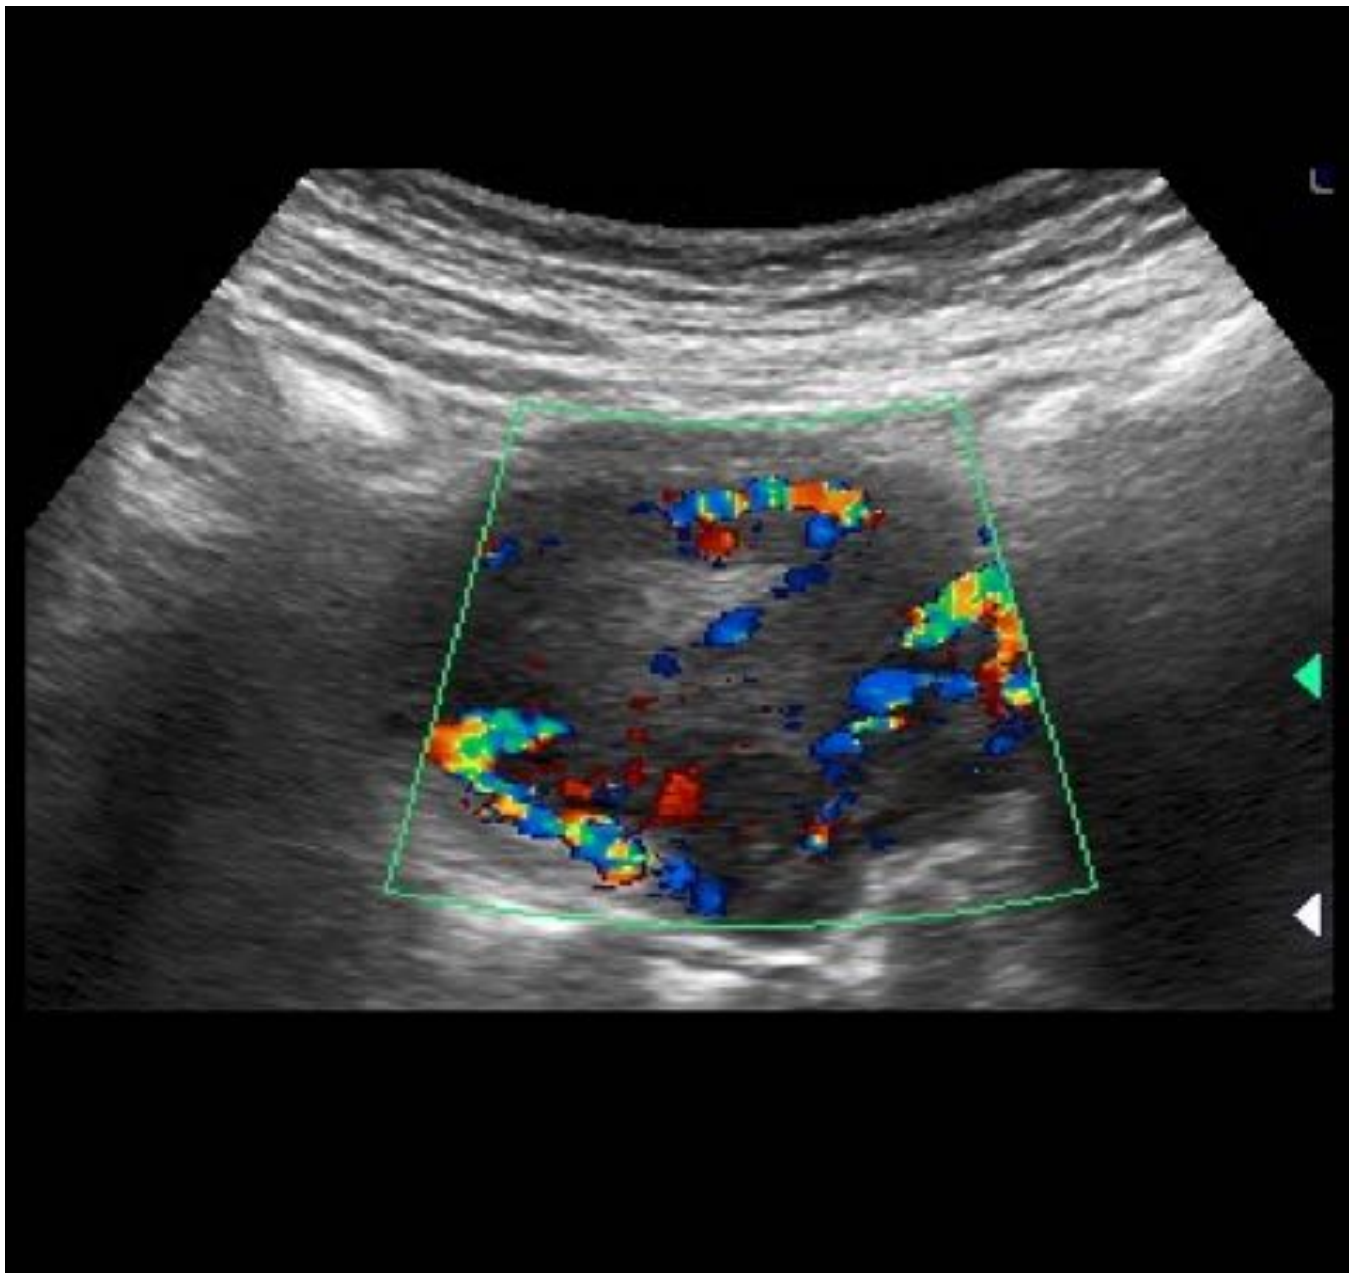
Metástasis hepática de carcinoide bien diferenciado en ecografía que muestra una alta vascularización en el estudio doppler
